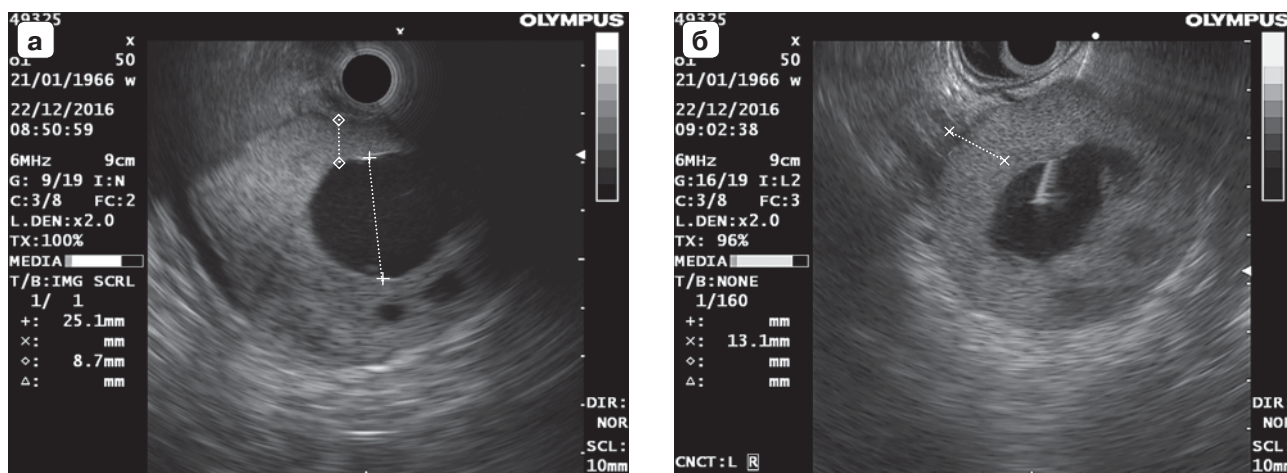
ЭУЗИ-изображения кистозного образования поджелудочной железы. а – метками указана стенка образования, крестиками – его стенка; б – крестиками указана стенка образования. Выставлен дифференциально-диагностический ряд: серозная цистаденома? постнекротическая киста? киста ПЖ?
